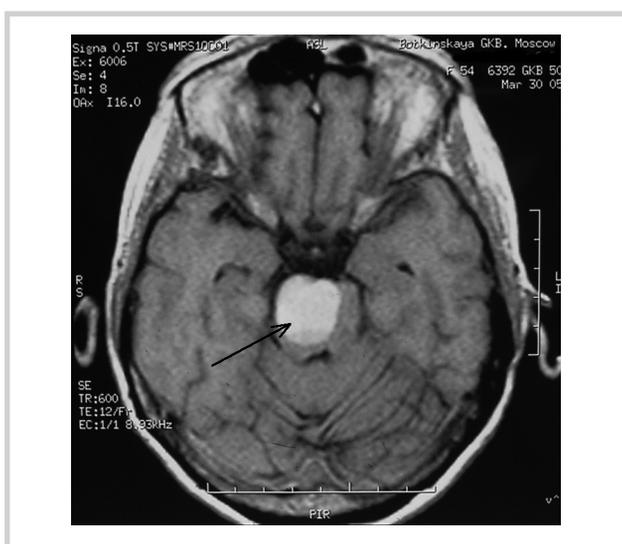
МРТ больной Т. с гематомой (стрелка) верхних отделов моста, его правой половины.
